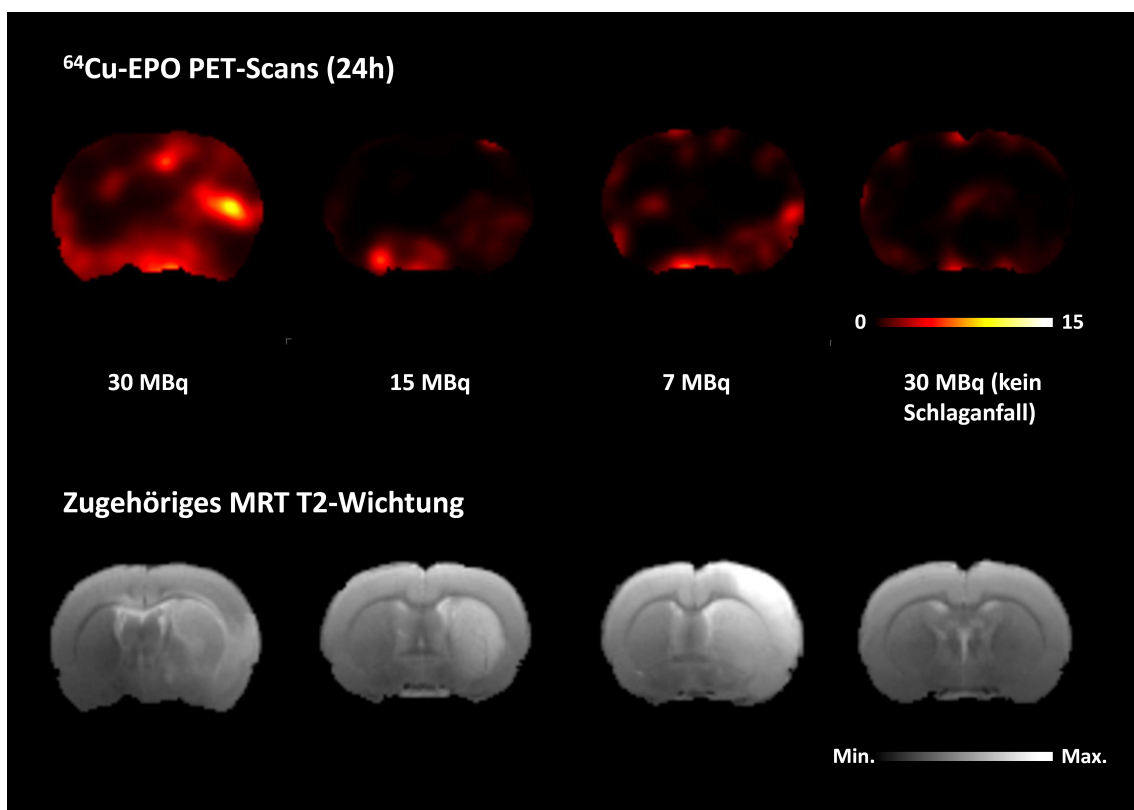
PET-Bildgebung mit intranasalem ^{64}Cu -EPO nach 24 Stunden. Für jede verwendete Dosis (30, 15 und 7 MBq) ist je ein Beispiel gezeigt plus ein Tier ohne Schlaganfall als Negativkontrolle. In der unteren Reihe ist die zugehörige T2-Aufnahme gezeigt (koronar).
